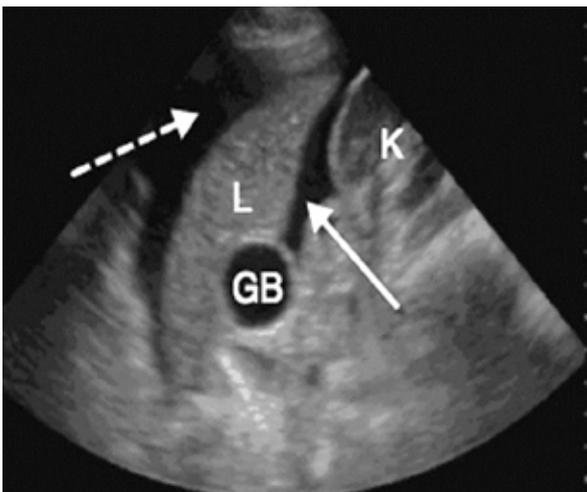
Imagen de ultrasonido del cuadrante superior derecho. El líquido libre (flechas) está presente en el receso hepatorenal (flecha blanca sólida) entre el hígado (L) y el riñón derecho (K), así como en el espacio subfrénico (flecha discontinua) por encima del hígado.¹³
